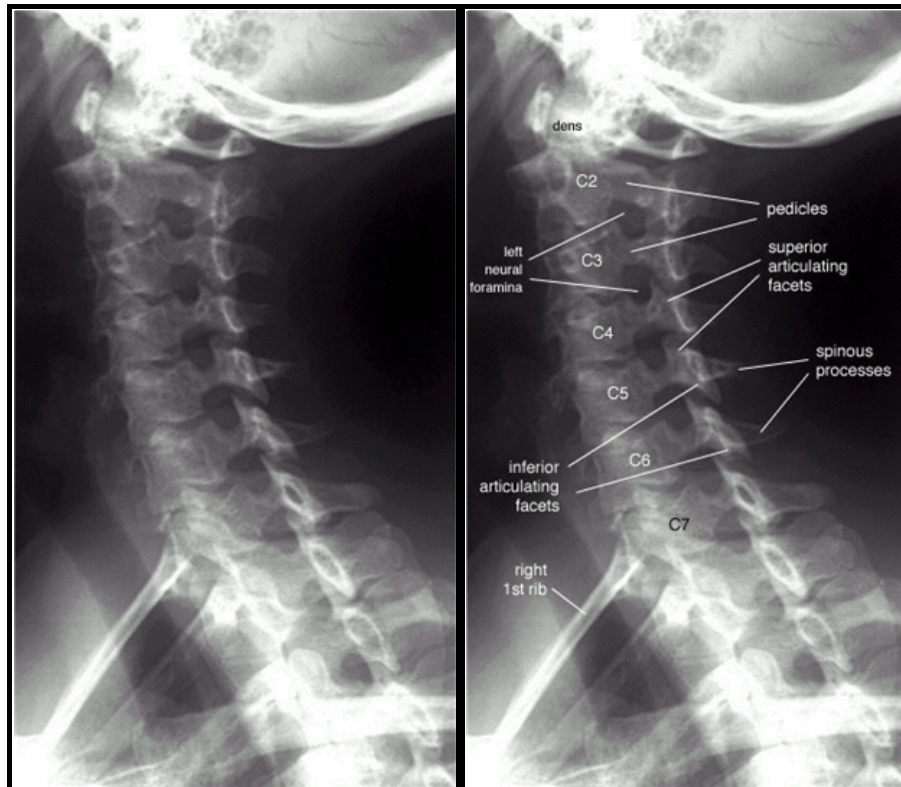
Radiographie standard du rachis cervical normale, $\frac{3}{4}$ gauche (78).
